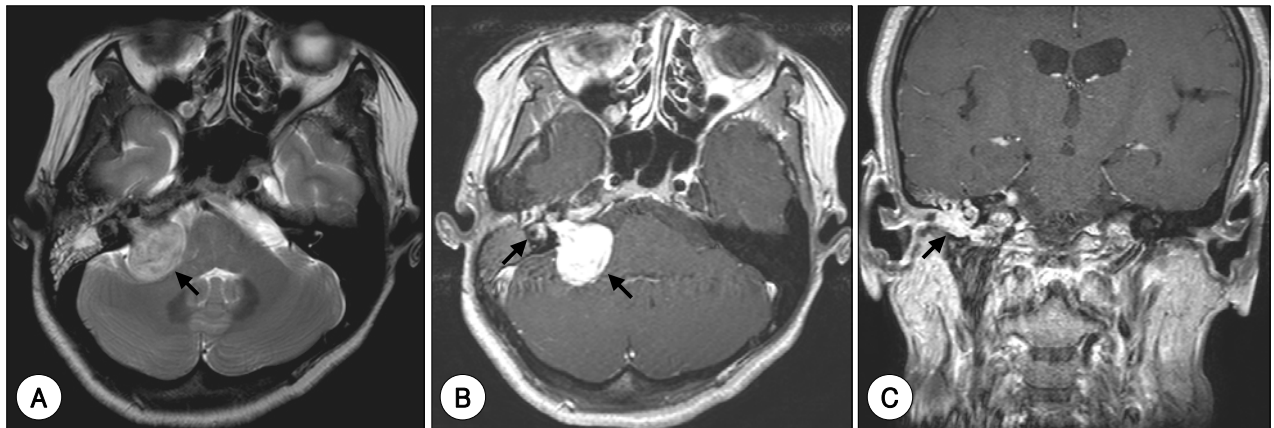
Magnetic resonance imaging. A : T2-weighted image shows a large hypointense mass in the cerebellopontine angle and internal auditory canal (arrow). B : Gd-enhanced, T1-weighted image shows a large enhancing mass in the cerebellopontine angle and internal auditory canal, with extension into the cochlea and vestibule (arrows). C : Coronal, contrast-enhanced, T1-weighted view shows an enhancing mass occupying the cochlea and extending to middle ear and external auditory canal (arrow).
